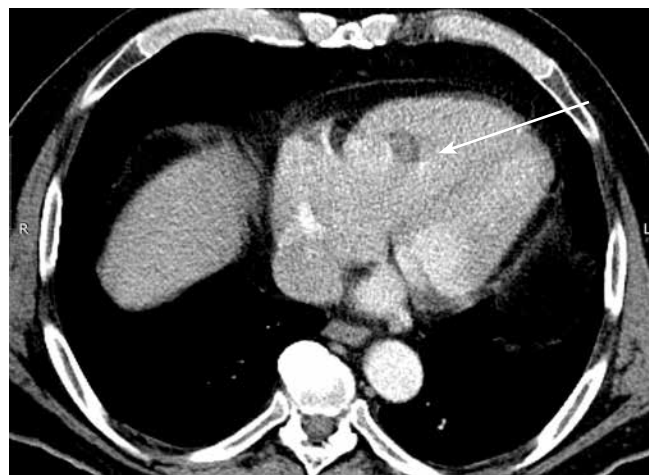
Магнитно-резонансная томография сердца от октября 2022 г. Новообразование в полости правого желудочка (указано стрелкой)
